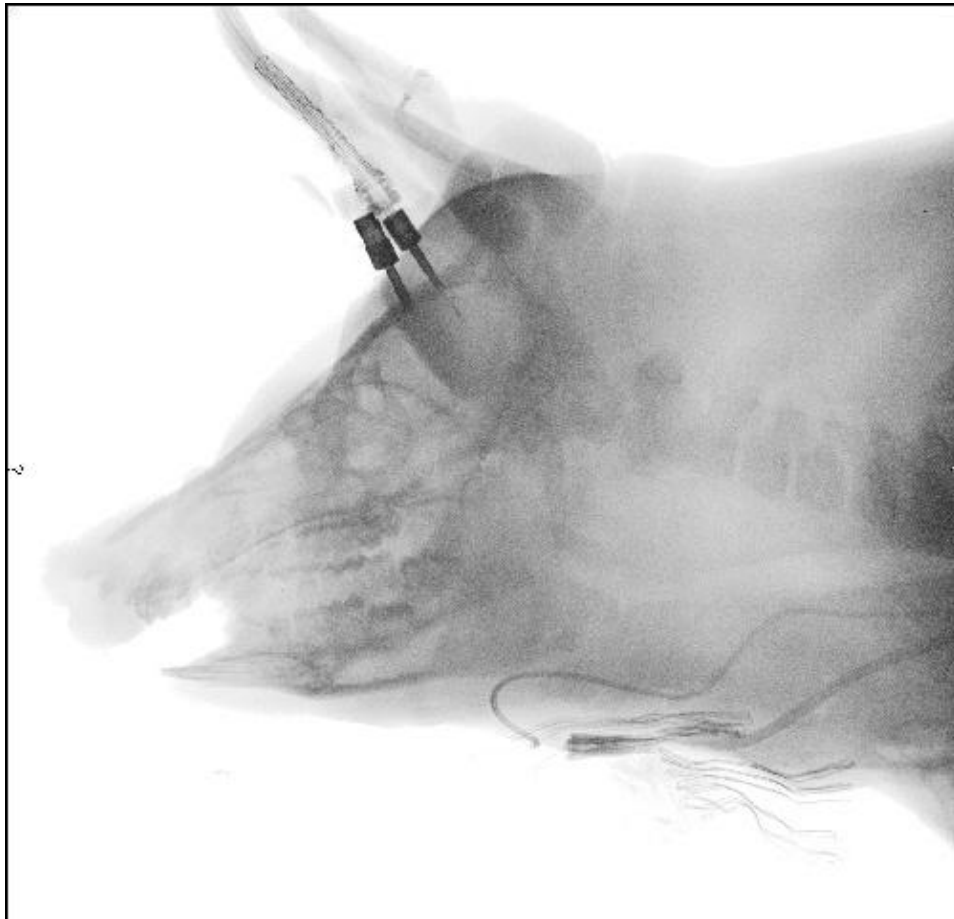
Eine laterale Röntgenaufnahme eines Schweins zur Überprüfung der Sondenpositionierung.
